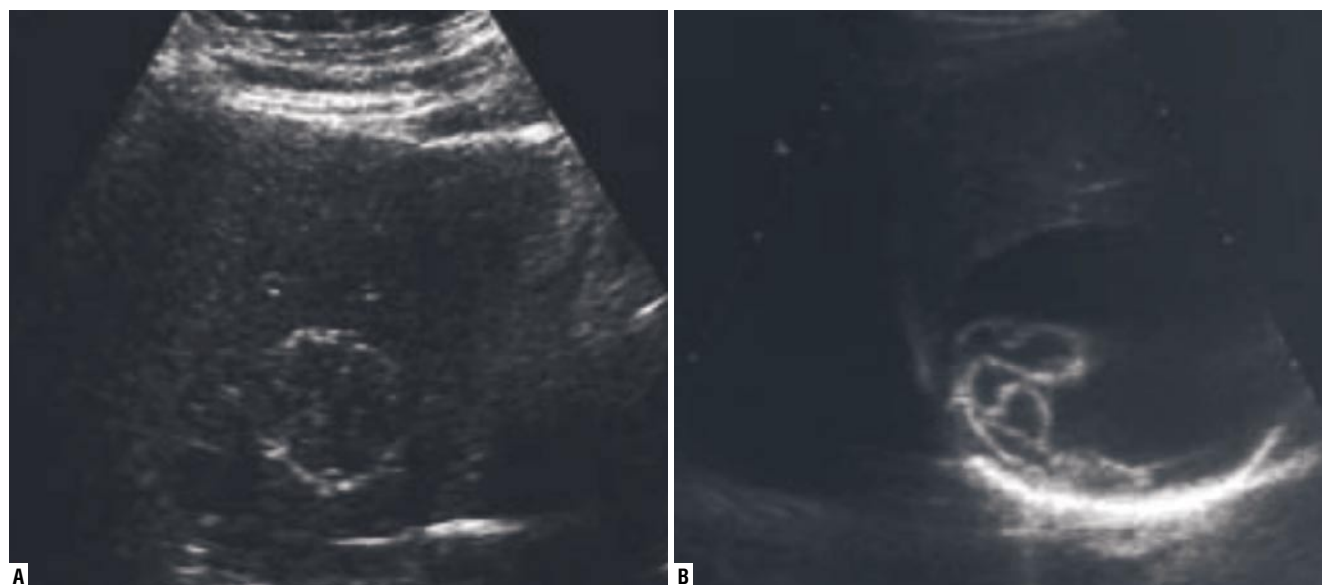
Echinococcal cyst of the right lobe of the liver (ultrasound image): A — with calcification of the wall along the entire perimeter; B — ribbon-like hyperechoic structure in the cyst cavity — exfoliated chitinous membrane.
